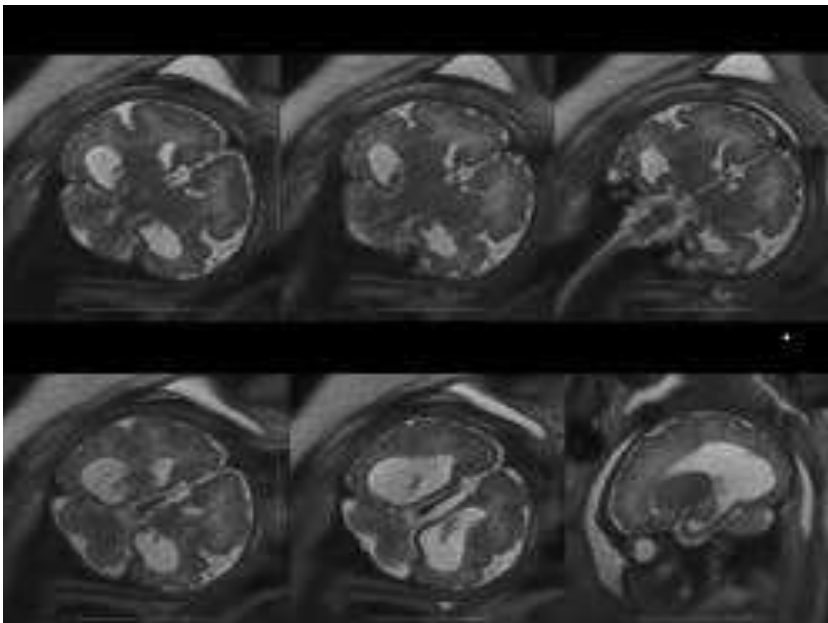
ACC isolée sur une IRM à 36 SA avec élargissement des carrefours ventriculaires et des cornes occipitales en faveur d'une colpocephalie
